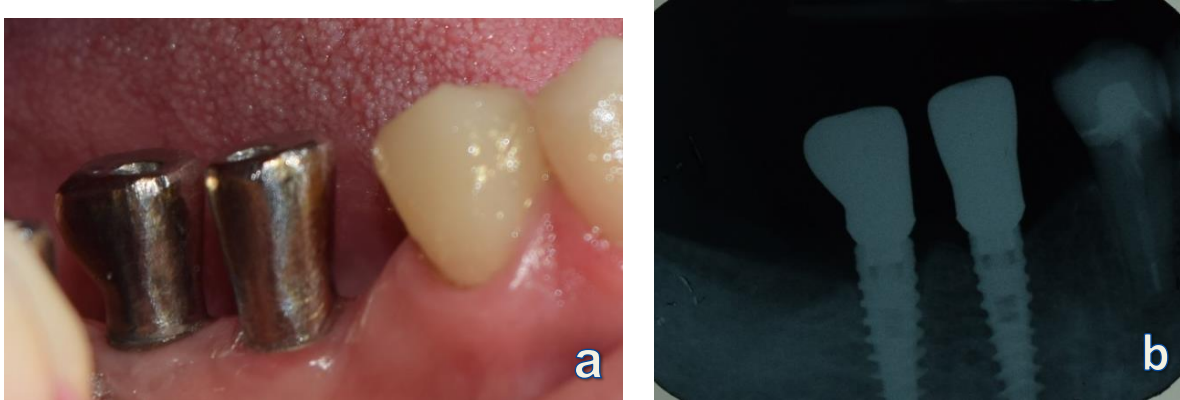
a.- Prueba de metal sobre los implantes b.- Radiografía de control.
